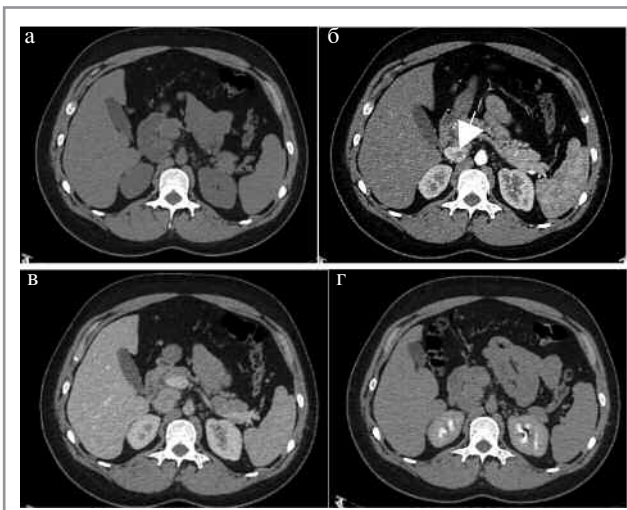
МСКТ, аксиальная проекция: а – НФ; б – АФ; в – ВФ; г – ОФ. Парагангиома (стрелка).
